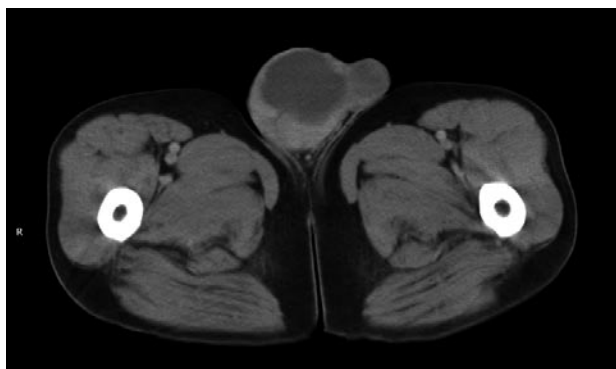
TAC de lesión dependiente de cordón, hipocóica, tabicada y parcialmente quística.
